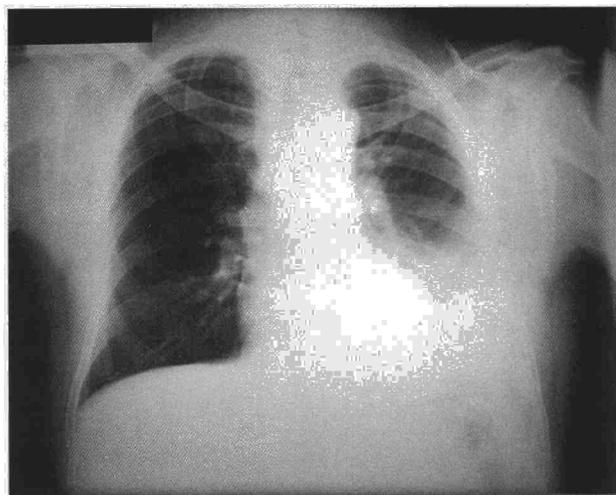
Radiografía posteroanterior de tórax. Se observa la presencia de un derrame pleural izquierdo que condiciona un discreto desplazamiento mediastínico.
